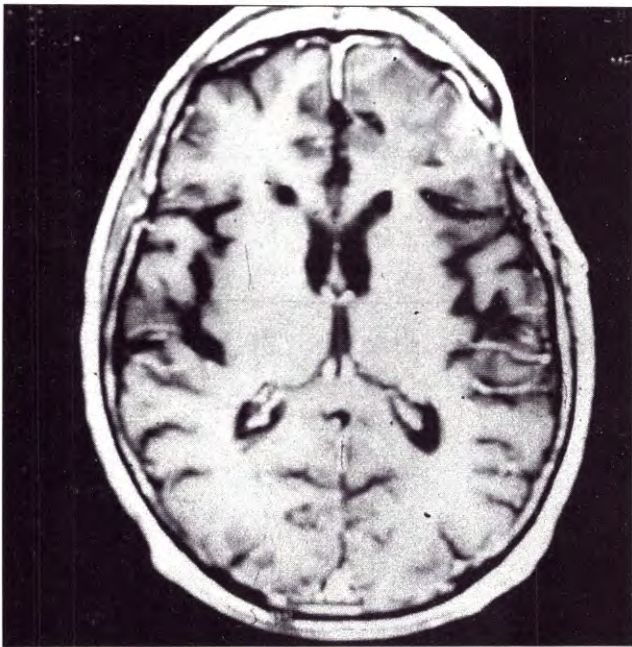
RMN corte axial T1 al tercer mes postoperatorio sin evidencia de lesión residual linfomatosa.
